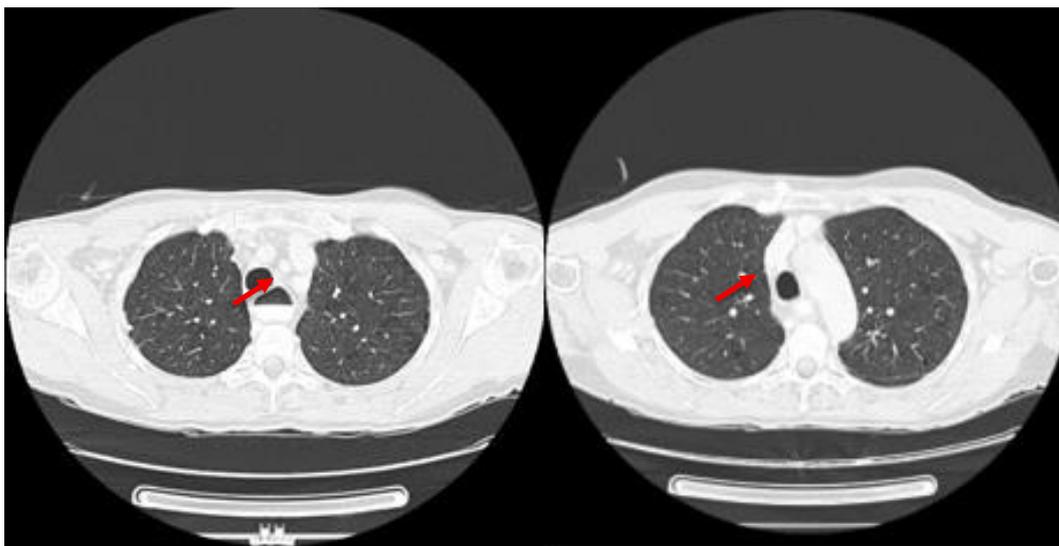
Tomografia de tórax.
